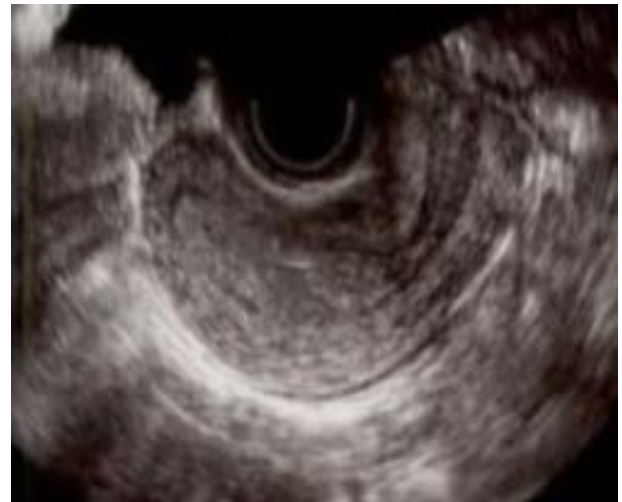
経膈超音波画像写真：子宮内に胎嚢を認めない
